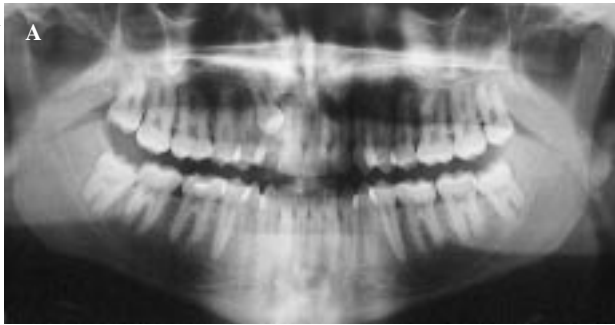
Radiografía panorámica y telerradiografía lateral de cráneo iniciales del caso 1.
